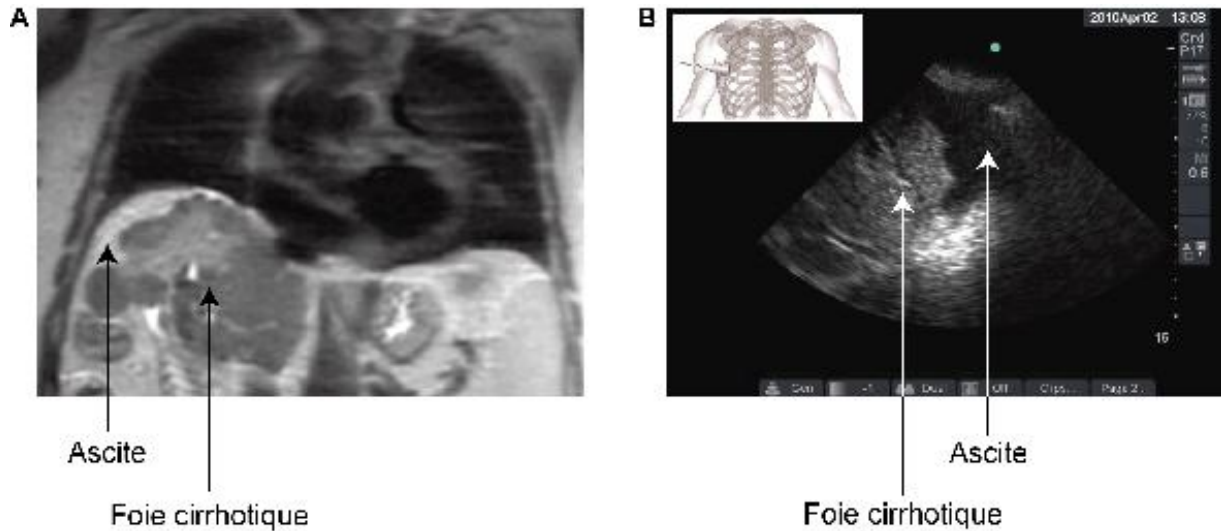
(A) Coupe coronale obtenue par résonance magnétique d'un patient avec une cirrhose et péritonite bactérienne comme étiologie d'un choc septique. (B) Échographie thoracique basse à droite qui démontre la présence d'ascite et un foie bosselé compatible avec une cirrhose. Image obtenue avec sonde transthoracique *
